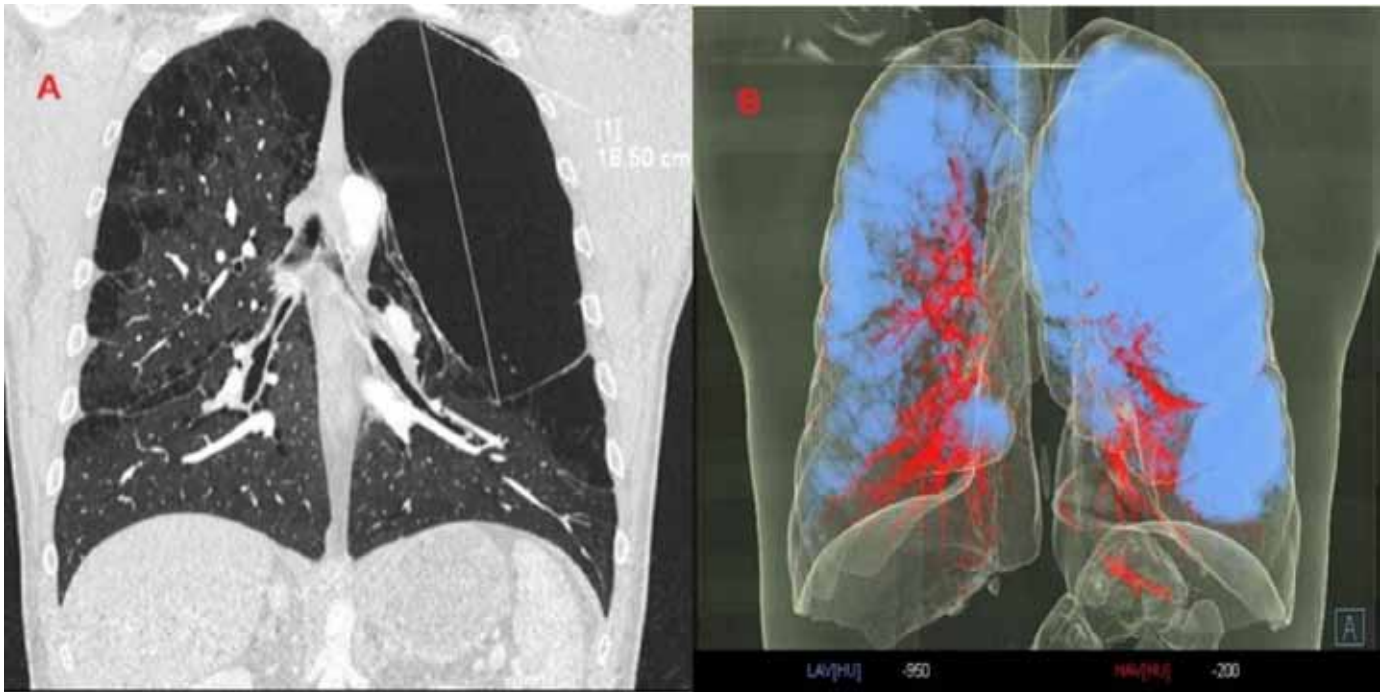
A Tomografía de tórax preoperatoria. B Cuantificación según el software del enfisema.
